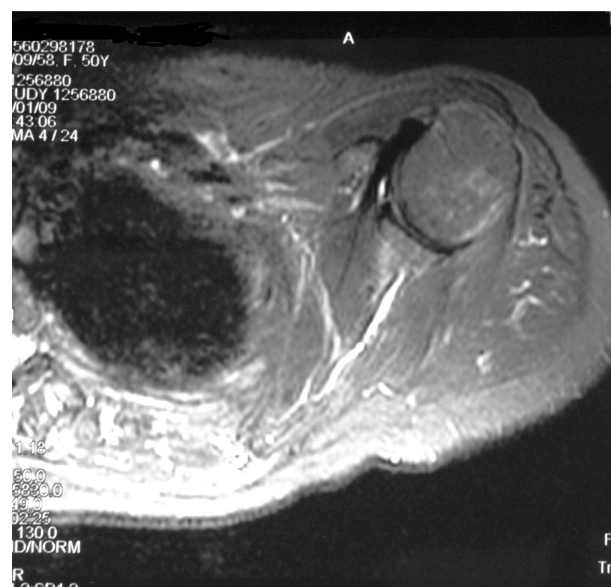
RMN control anual. No se observa lesión.
